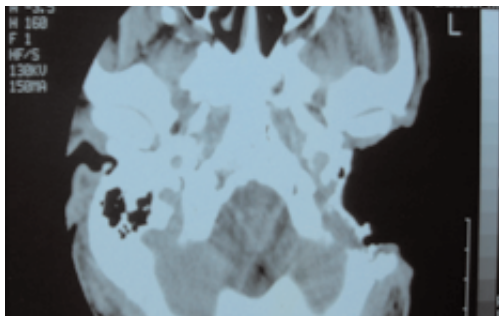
TDM en coupe axiale : résultat post-petrectomie
